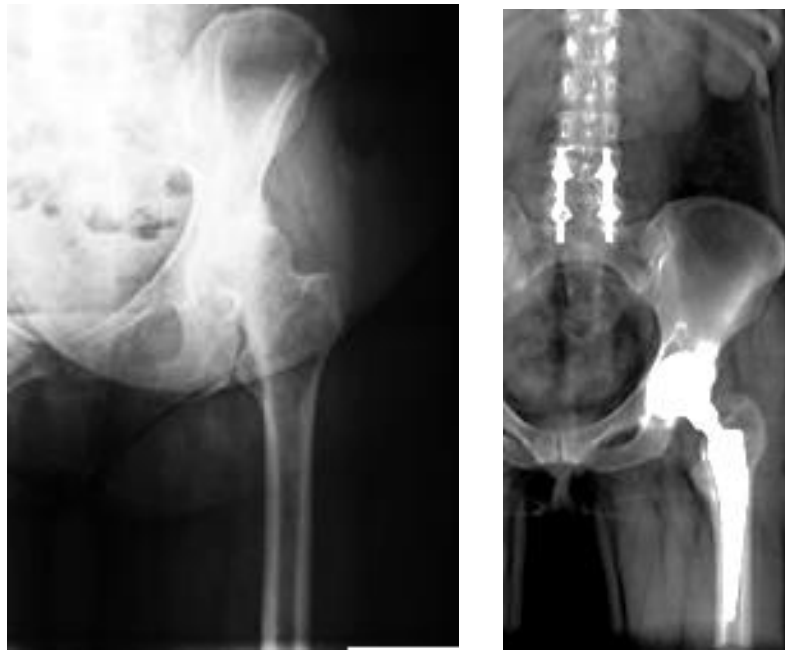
Пациент К., 50 лет. Рентгенография тазобедренного сустава до и после ТЭТС
